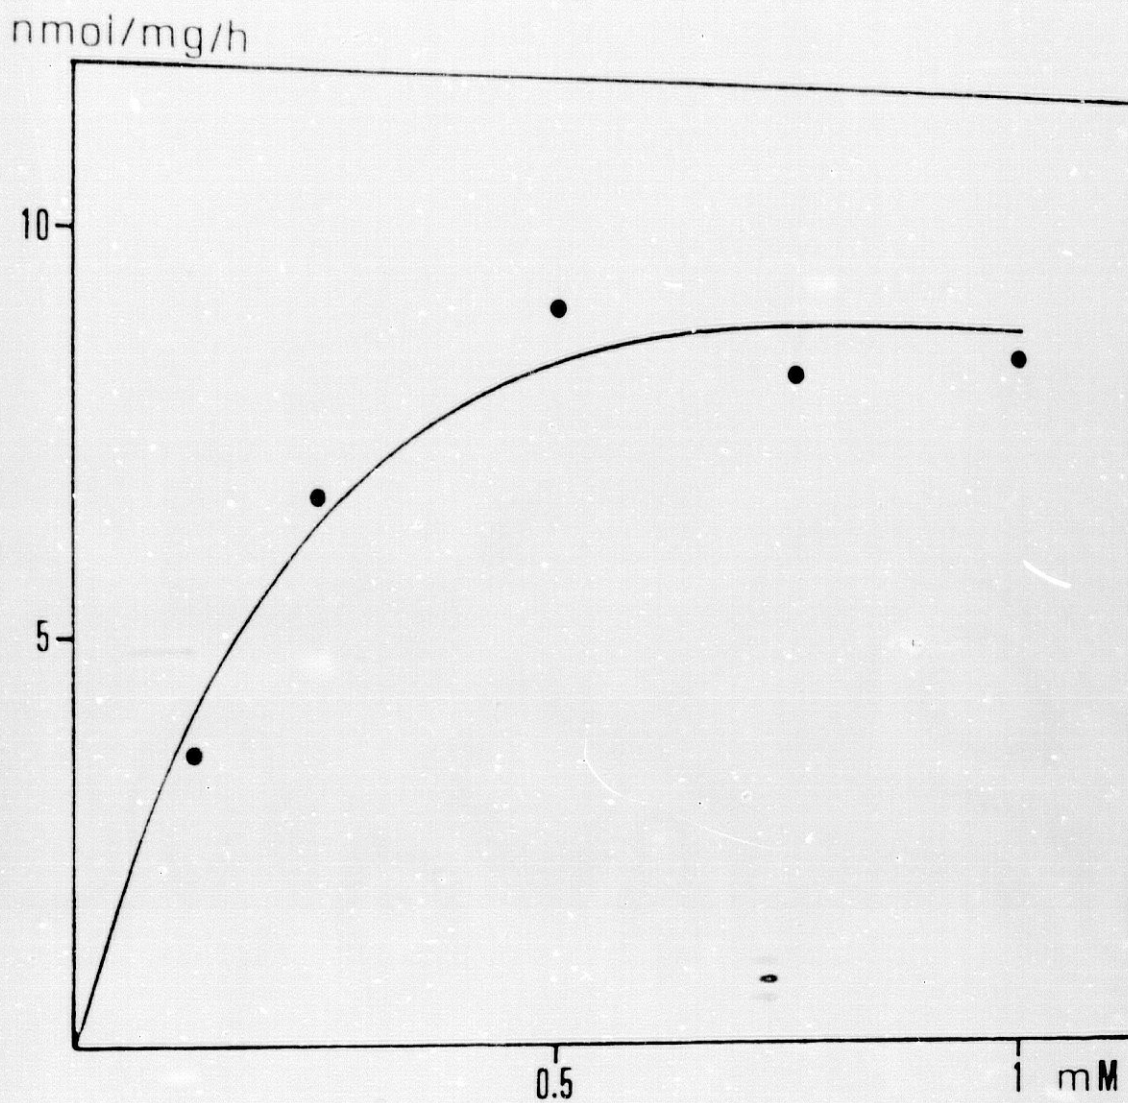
VARIACION DE LA FORMACION DE ADIOLES EN CUERO CABELLUDO ALOPECICO RESPECTO DE LA CONCENTRACION DE NADPH. 0.2 mg DE PROTEINAS INCUBADOS CON ^3H -DHT 50 μM A 37°C DURANTE 60 MINUTOS CON DISTINTAS CONCENTRACIONES DE NADPH. LA ACTIVIDAD SE EXPRESA COMO nmol DE ADIOLES FORMADOS / mg DE PROTEINA / HORA.
